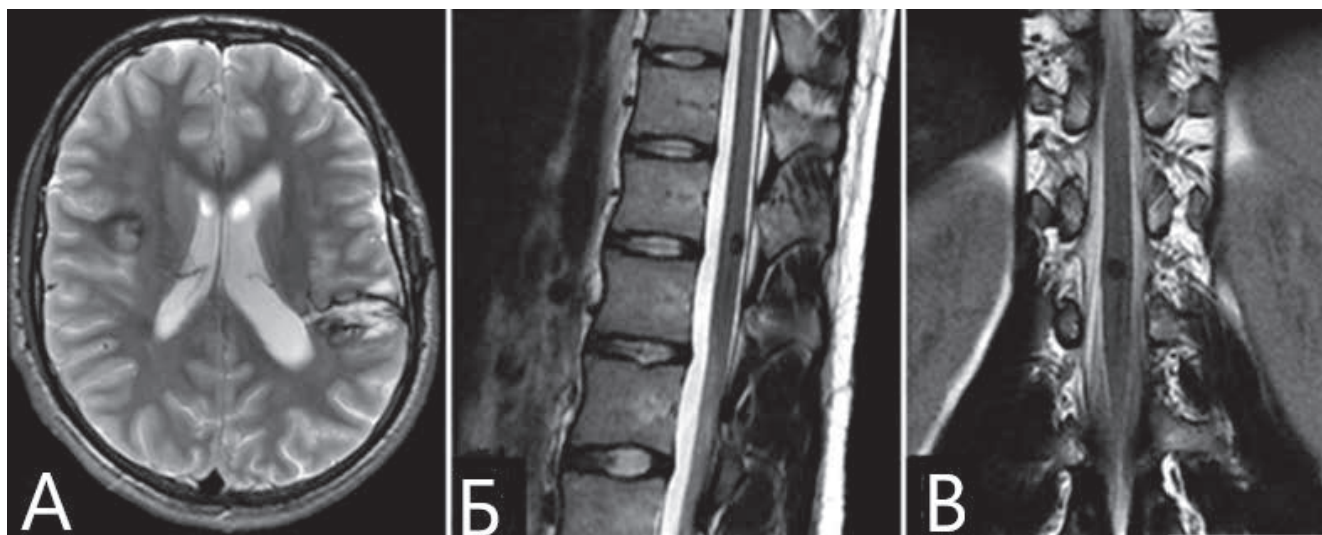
Пациент К-ов А. С., множественные КМ головного и спинного мозга: А – МРТ головы, аксиальная проекция, на уровне удаленной КМ; Б, В – МРТ спинного мозга в сагиттальной (Б) и фронтальной (В) проекциях, видна КМ спинного мозга IV типа на уровне нижних грудных позвонков
